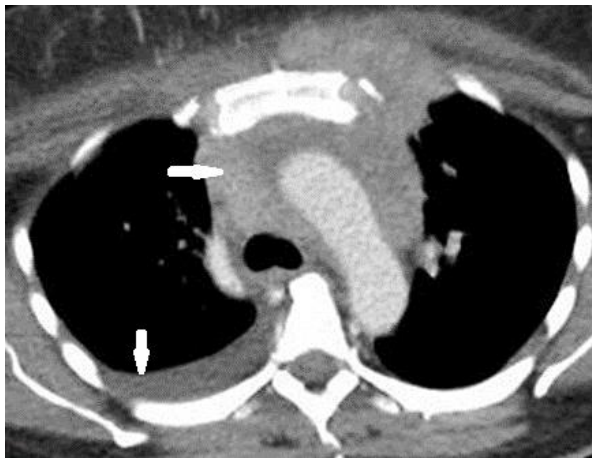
КТ грудной клетки с болюсным КУ, венозная фаза, аксиальный срез. Лимфопролиферативный процесс в переднем средостении (стрелка) с компрессией плечеголовных и верхней полой вен и правосторонним хилотораксом (стрелка)
